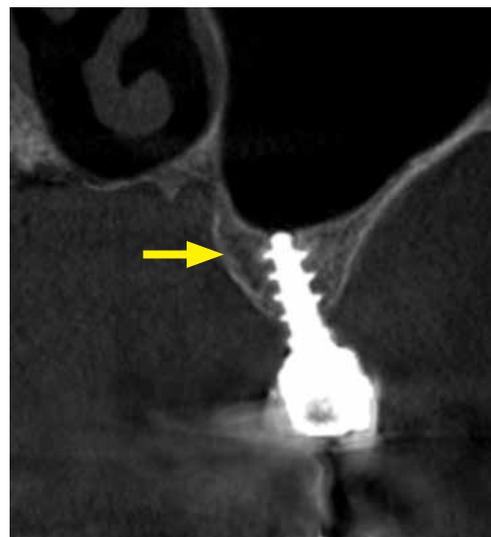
La cone beam effettuata dopo 48 anni dall'inserimento della prima vite in 24 testimonia la completa osteointegrazione di questo impianto; il tutto viene evidenziato dall'immagine 3D dalla quale non si nota alcuna deiscenza.
